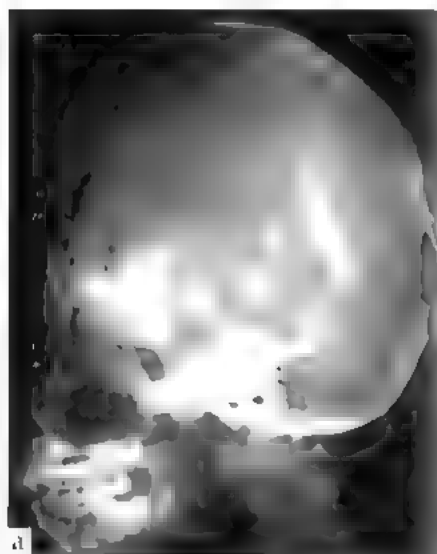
Сагиттальный синостоз (скафоцефалия): а — рентгенограмма черепа; б — КТ, трехмерная реконструкция
